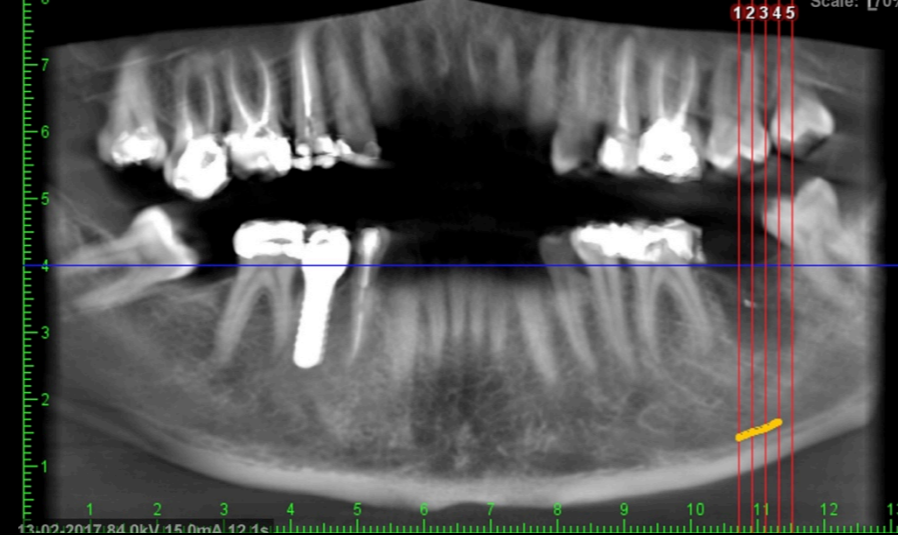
CBCT após extração do dente 37.
